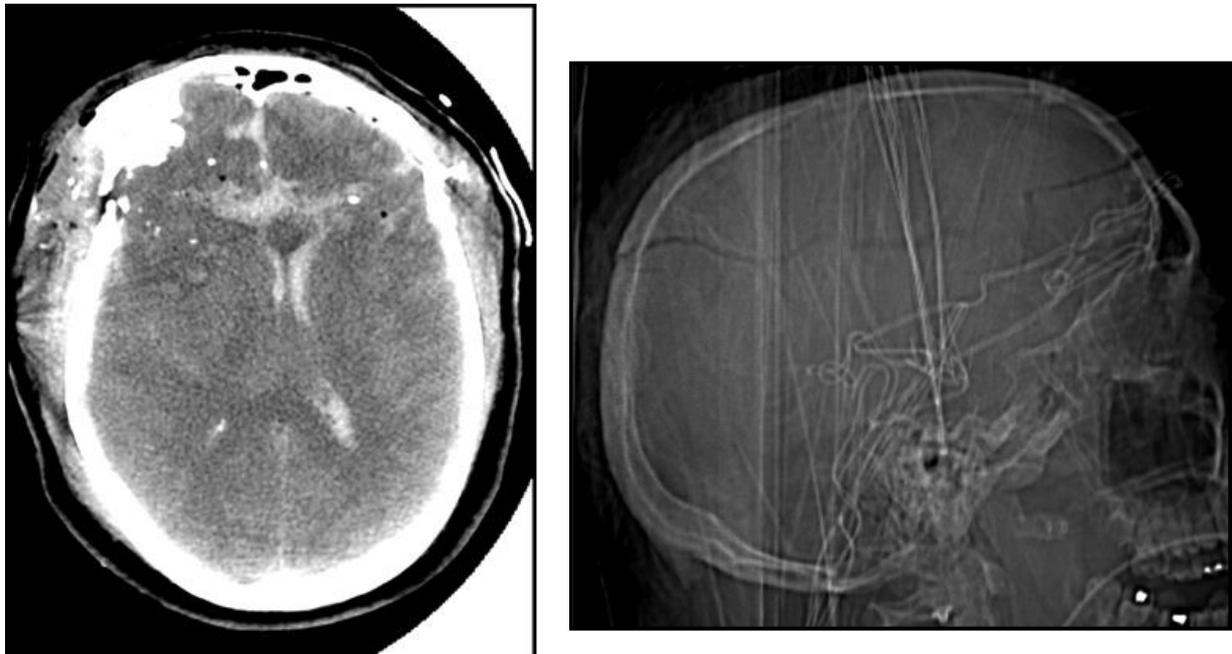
Impacto de bala con orificio de entrada y salida. Imagen de TC (izqda.). Imagen de Rx simple con línea de fractura en todo el reborde craneal por la energía expansiva del proyectil (dcha.).
